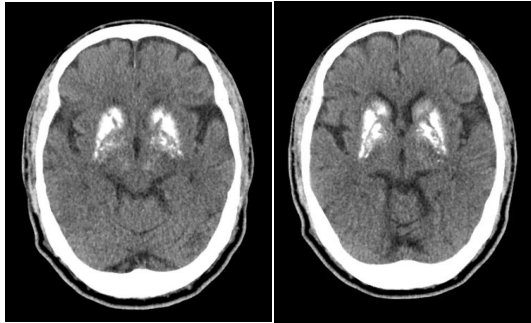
Brain CT image of patient.
